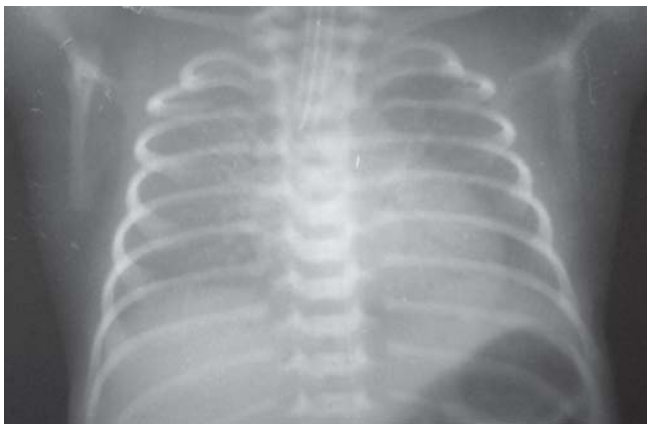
Radiografía de tórax (vista frontal). Enfermedad de la membrana hialina moderada: marcada hipoventilación pulmonar con imagen reticulogranular algo más gruesa, broncograma aéreo y ligero aumento del área cardíaca
